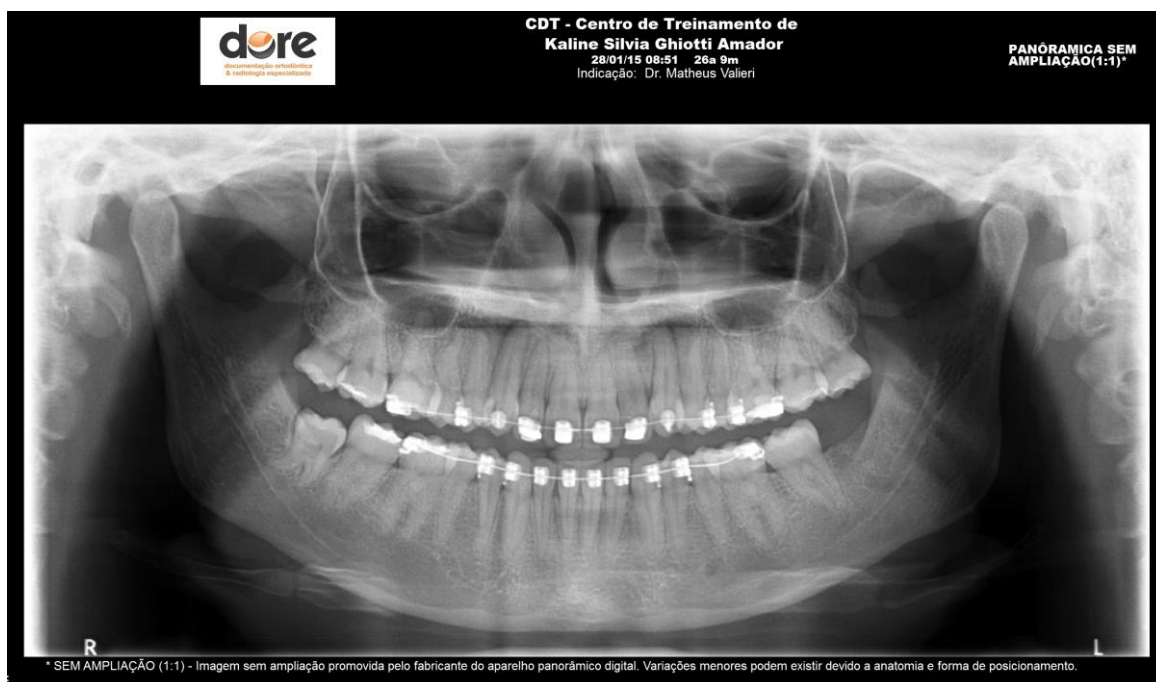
Radiografia panorâmica (02/2015)
